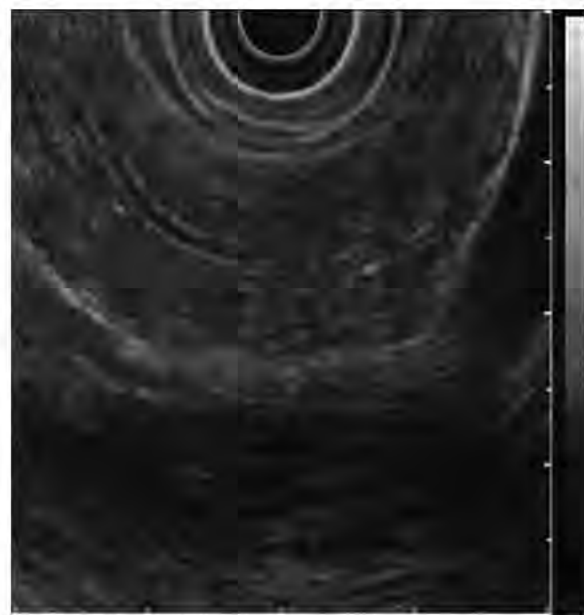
ЭУЗИ — незначительные признаки ХП с гиперэхогенным краем протока и гиперэхогенными фокусами в ПЖ. Признаки являются неспецифическими и не могут быть самостоятельно при отсутствии других симптомов использованы для установления диагноза ХП.
